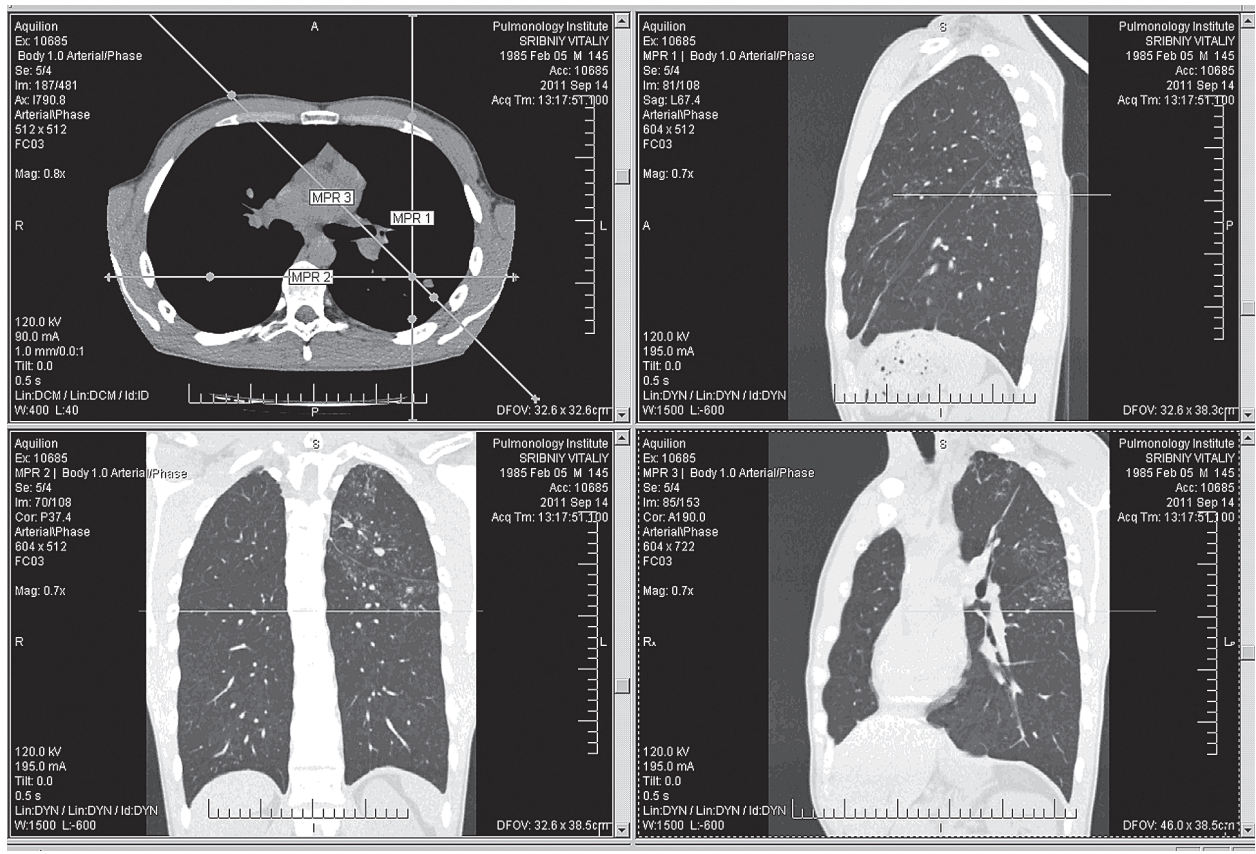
МСКТ хворого С. (закінчення інтенсивного етапу лікування)
